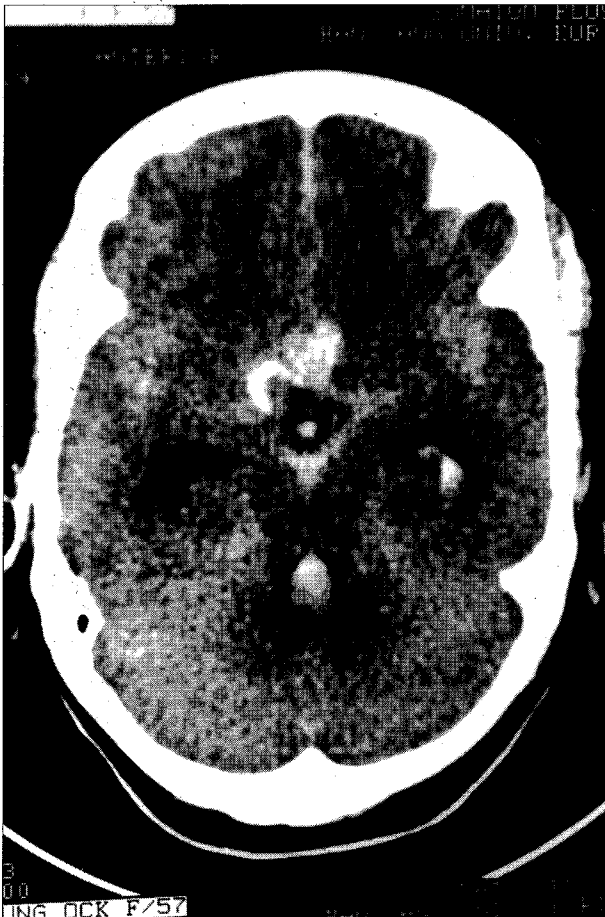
Axial brain CT image demonstrating a recent subarachnoid hemorrhage at the level of sylvian, interhemispheric, and basal cisterns and intraventricular hemorrhage in aqueduct of Sylvius. Note a small calcification located in the right parasellar area without any other mass density.
